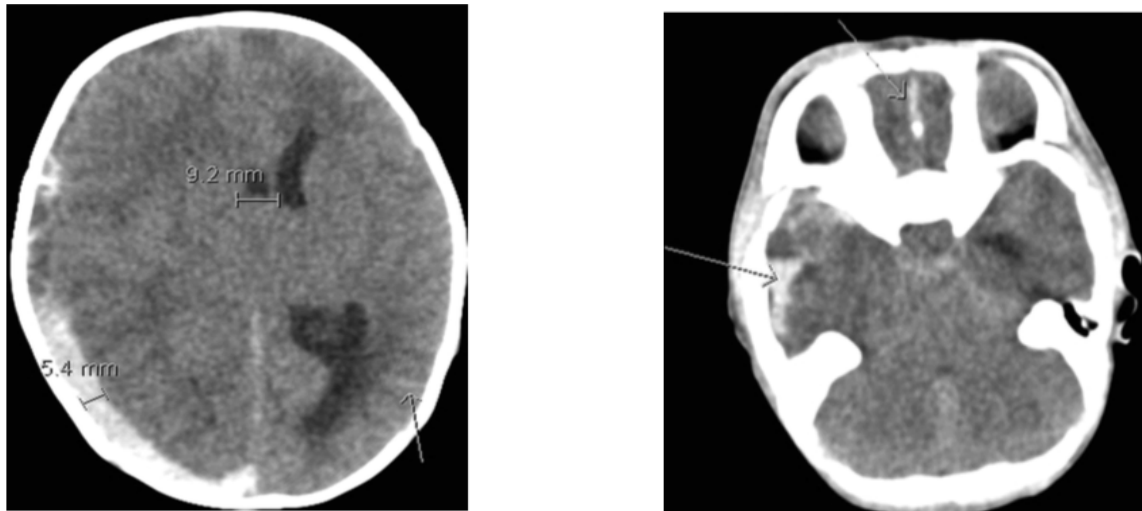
CT-scan illustrant un hématome sous-dural et une hémorragie sous-arachnoïdienne (78)
